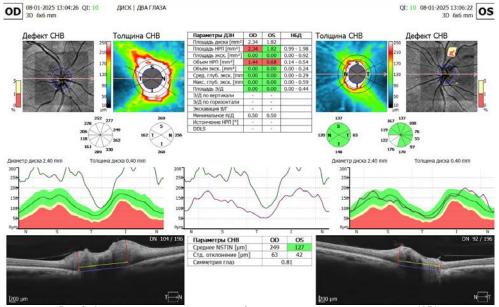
Оптическая когерентная томография диска зрительного нерва правого (OD) и левого (OS) глаза от 08.01.2025. (Optopol REVO NX, Польша)
